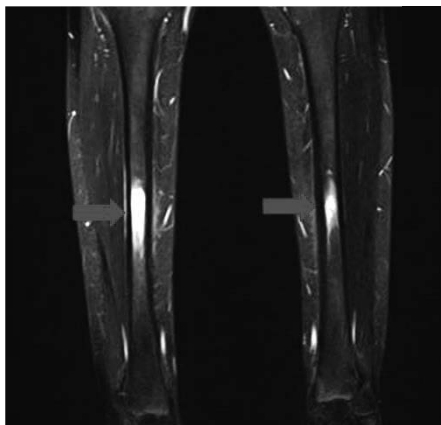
両側脛骨骨患部の疲労骨折のMRI画像 図 17 右第2中足骨疲労骨折のMRI画像
